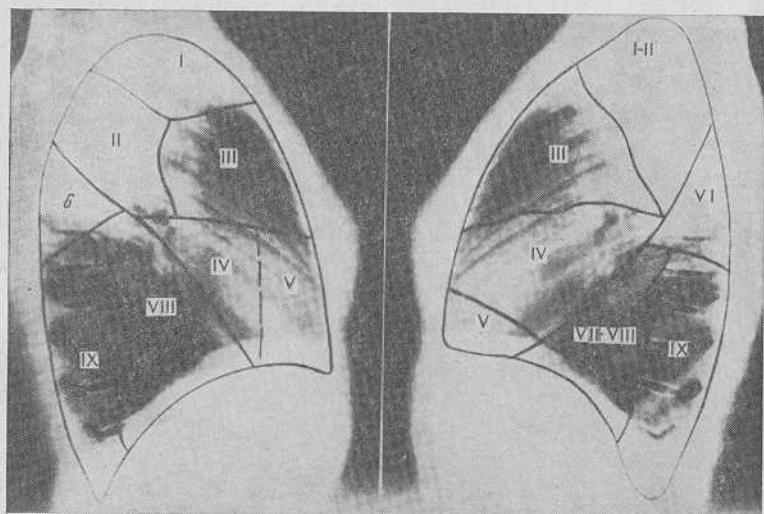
Сегменты легкого на боковых рентгенограммах. Цифры — номера сегментов.
